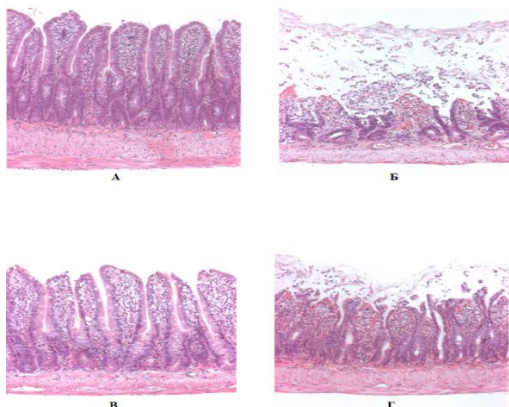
Контрольная группа [А]; ишемия – реперфузия нормотермии [Б]; контрольная группа гипотермии [В]; ишемия – реперфузия гипотермии [Г]. (Через 3 часа реперфузии). Окраска гематоксилин – эозином ОК x 100
